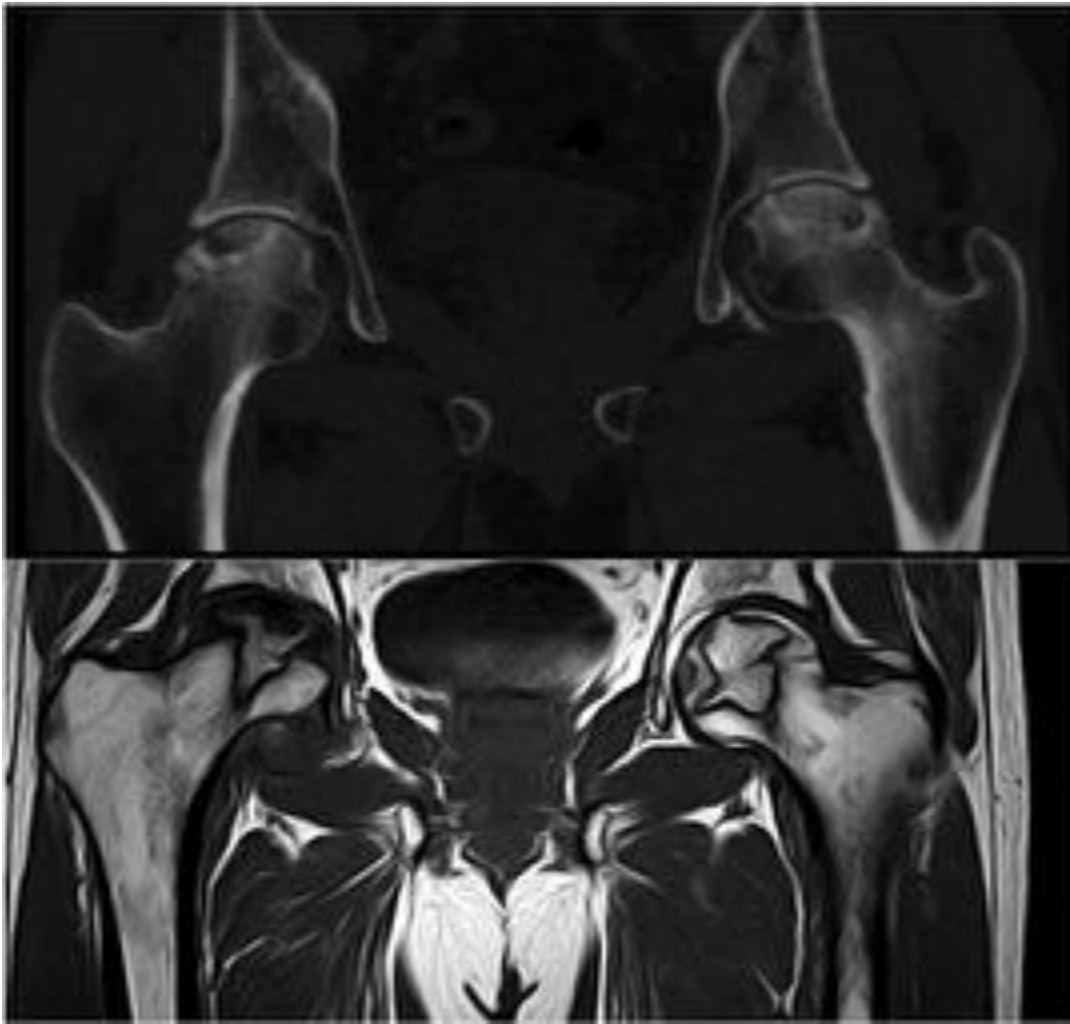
TC coronal a nivel las articulaciones coxofemorales, que muestra irregularidad cortical, líneas de esclerosis y osteopenia de ambas cabezas femorales, compatibles con cambios por necrosis avascular. RM 6 meses después, corte coronal T1 que muestra cambios por necrosis avascular con aplanamiento de la cabeza femoral derecha y líneas de esclerosis bilaterales.
